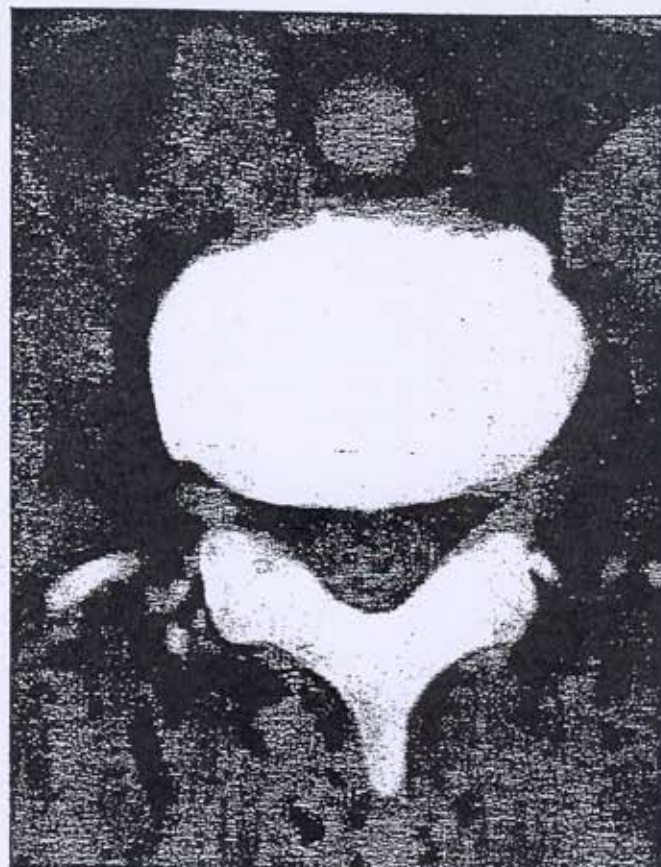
Α. Κήλη δίσκου υποσυνδεσμική παράμεση δεξιά O4-O5 (δείκτης). Β. Ο έλεγχος CT δείχνει την πλήρη απουσία της κήλης δίσκου.
